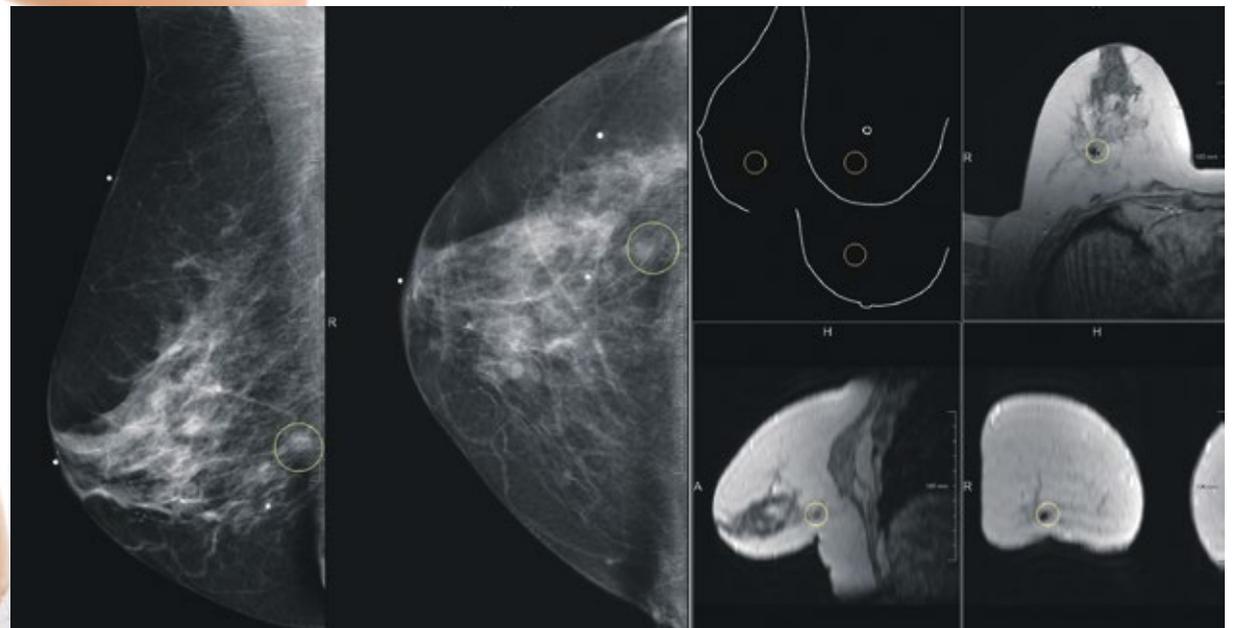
Automatische Positionskorrelation zwischen zwei Mammogrammen und einer korrespondierenden MRT-Aufnahme sowie der Anzeige der Position in einer Reportingsicht
